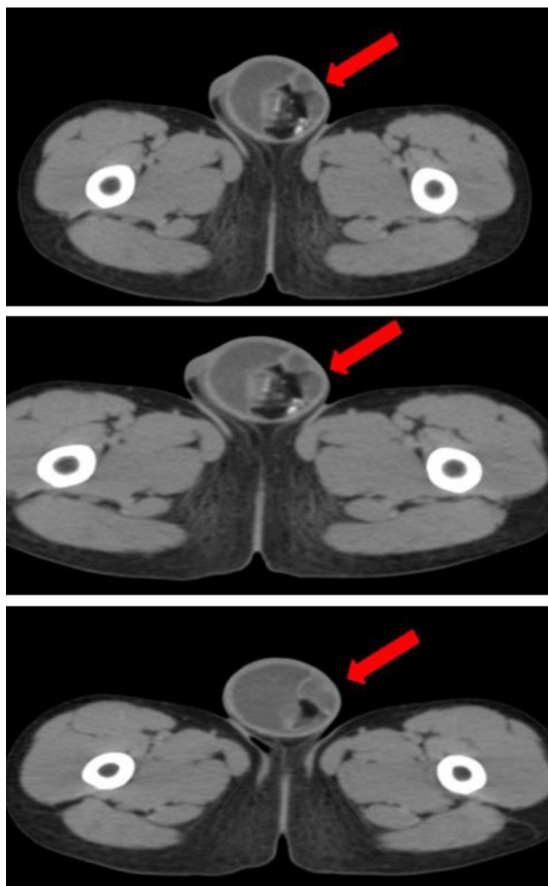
Tomografía axial computarizada donde se evidencia masa testicular izquierda
